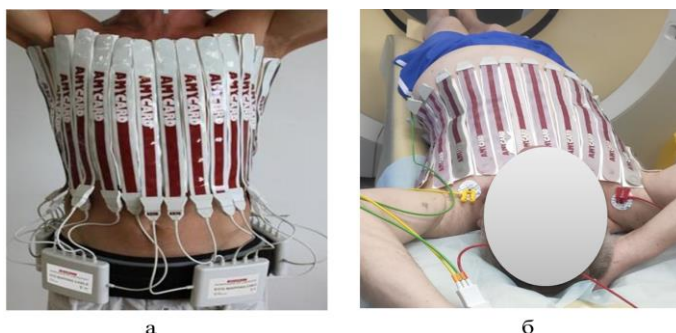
Пример расположения электродов для многоканальной регистрации электрокардиограмм на поверхности тела пациента (а – непосредственно перед регистрацией ЭКГ, б – перед компьютерной томографией).
